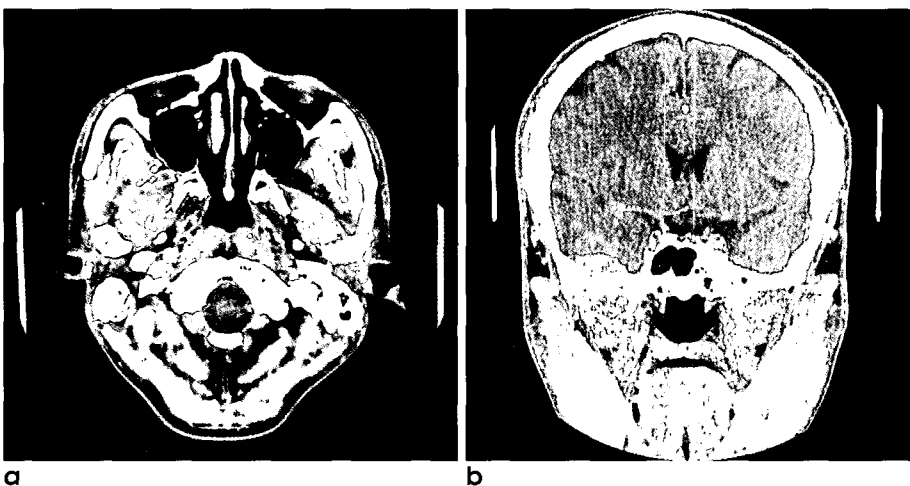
a, b. CT scans of 28-year-old show well-enhancing soft tissue mass in right middle cranial fossa which destructs sphenoid wing and extends to infratemporal fossa.
